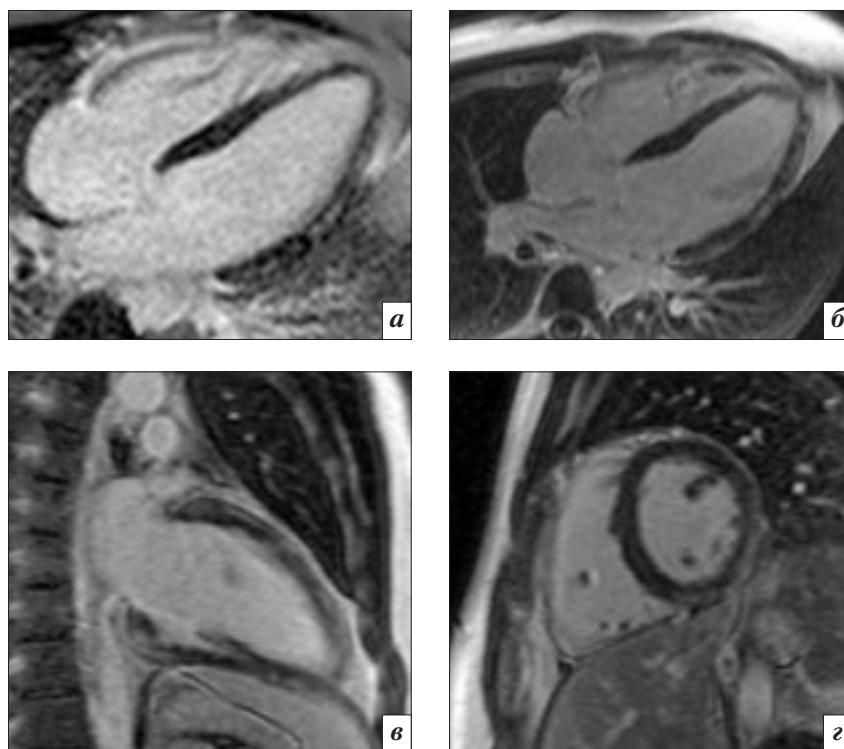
МР-томограммы сердца с внутривенным контрастированием (а–з), 28 дней после манифестации заболевания. Субэпикардальные участки отсроченного контрастирования в МЖП, нижней и боковой стенках ЛЖ.
